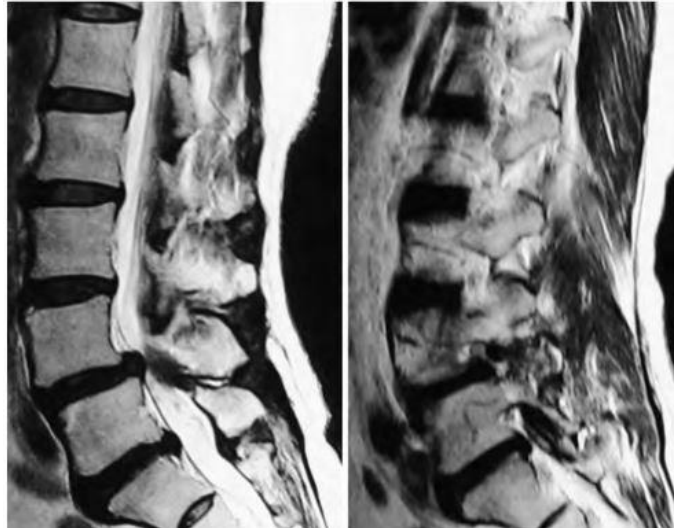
Sagittale T1-MRT-Aufnahme mit degenerativem Wirbelgleiten und daraus resultierender Spinalkanalstenose (links) und Foramenstenose (rechts)⁶² (Bilder aus dem eigenen Patientengut)
